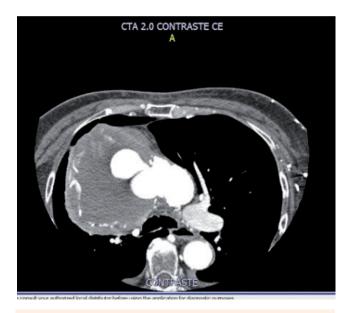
Tomografía computarizada contrastada, corte axial. Fuente: los autores.
